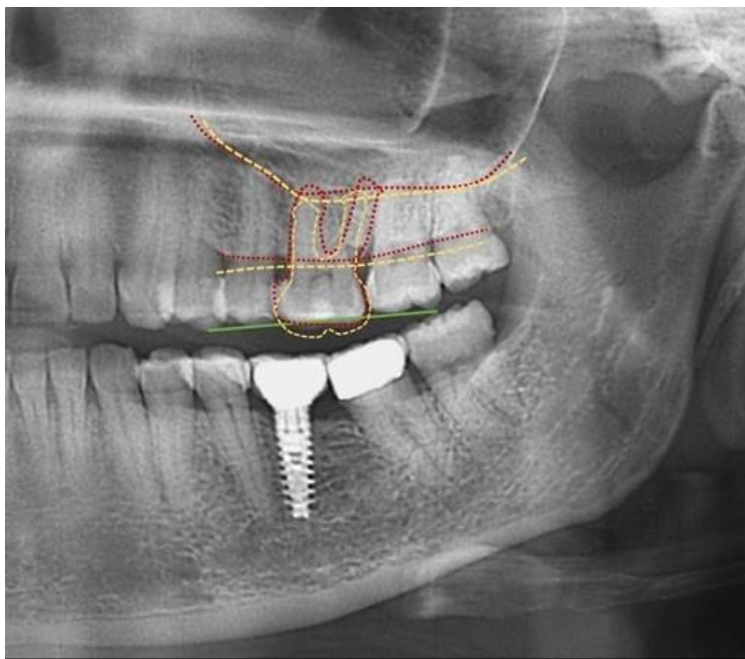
Рентгенологическое обследование пациента Ф. Зуб 2.6 после вертикального перемещения, создано место для зуба 3.6
